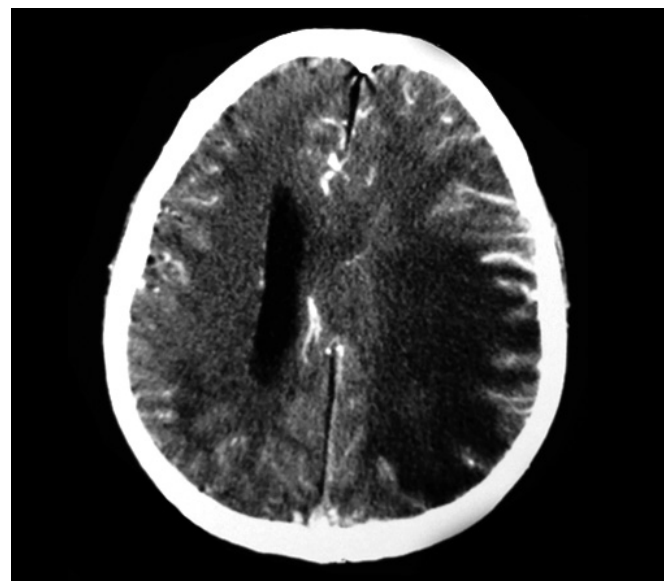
Tomografía Axial Computarizada con contraste que muestra un extenso edema parenquimatoso temporal, parietal y occipital del hemisferio izquierdo en ocasión de la primera hospitalización del paciente.
